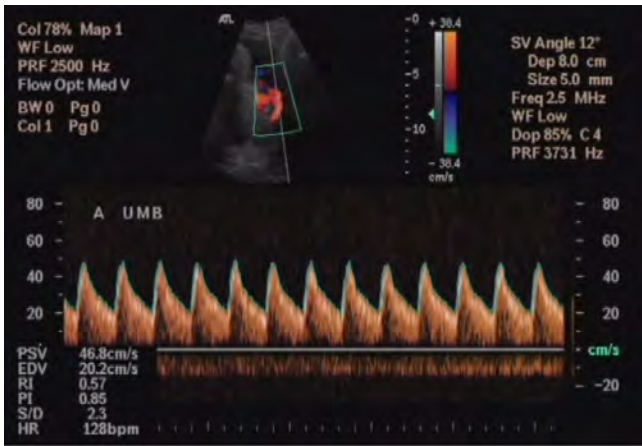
The display of a Doppler ultrasound machine during a blood flow examination of the umbilical artery. The velocity (y-axis, cm/s) changes over time (x-axis, s) and is at its maximum during the systolic phase, and at its lowest during the diastolic phase.
